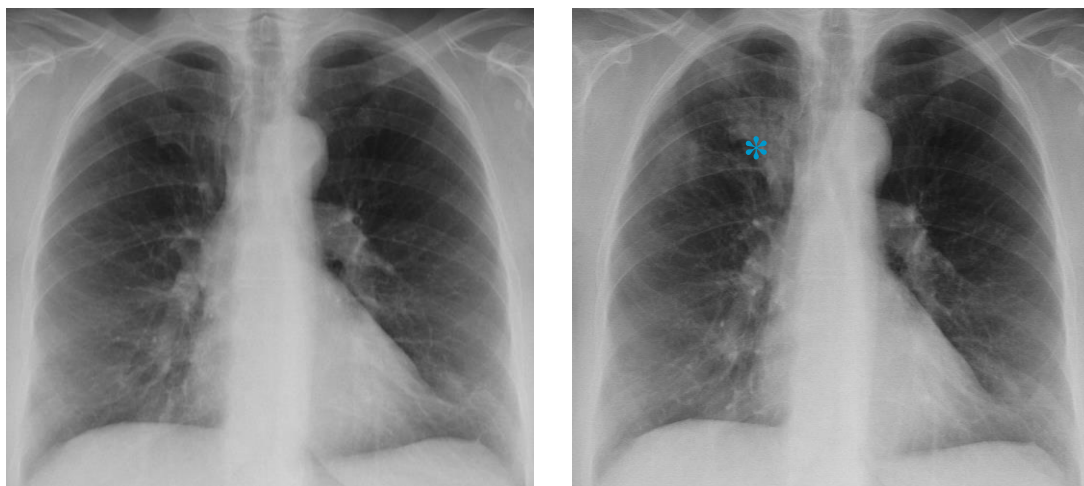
Radiographies thoraciques du patient 106 avant (à gauche) et pendant l'exacerbation (à droite). On note l'apparition d'un infiltrat alvéolaire* lobaire supérieur droit.
